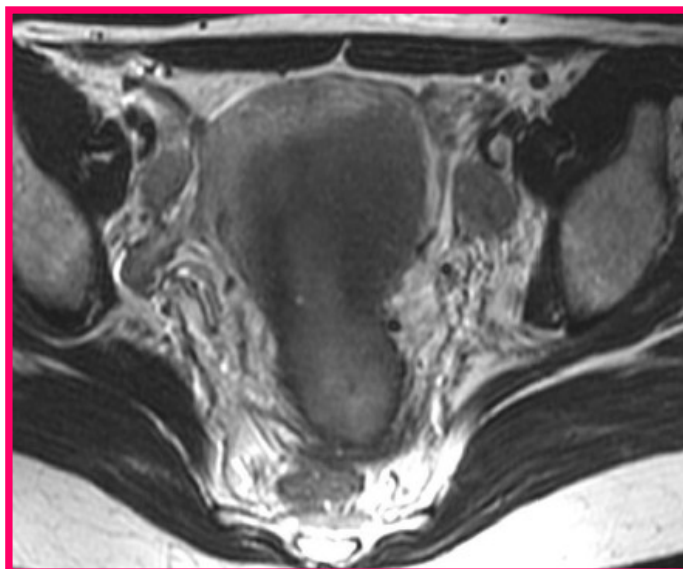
IRM montrant envahissement ganglionnaire pelvien.
